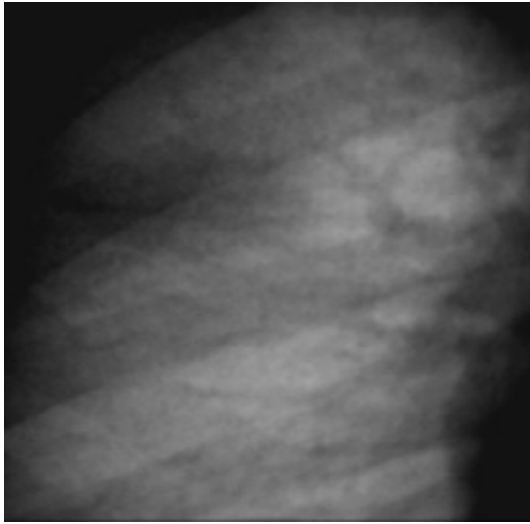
Рентгенограма правої легені. Визначається тінь низької інтенсивності в S3
